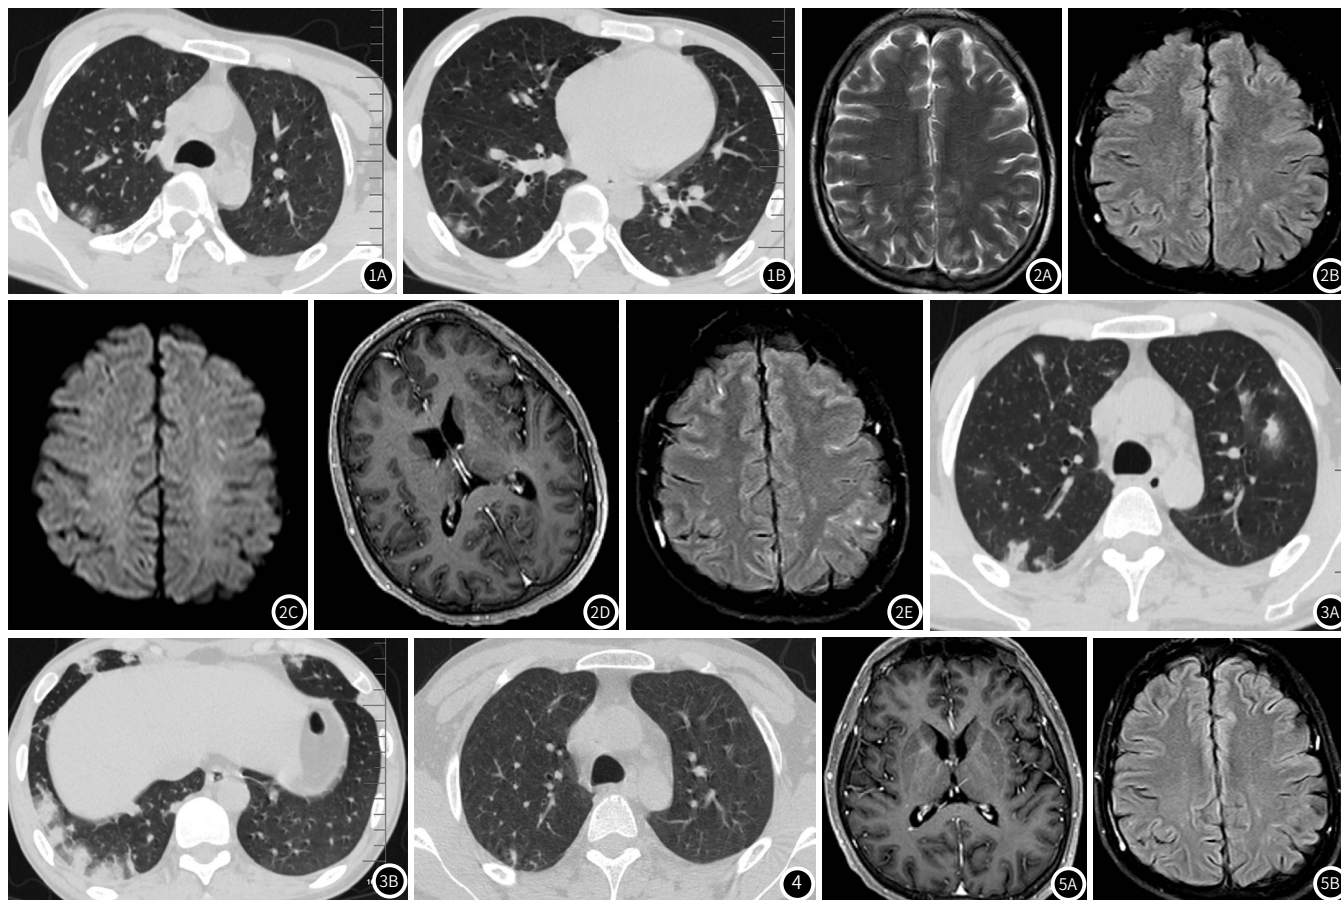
病程第1天胸部CT平扫。两肺各叶近胸膜区见多发结节灶，部分磨玻璃结节内见“Y”形增粗支气管血管束(图1A)，部分结节呈实性密度，边缘可见“晕征”(图1B)。图2 病程第3天颅脑MR增强。图2A: T₂WI示两侧半卵圆中心见散在斑点状、小片状稍高信号影。图2B: T₂W-FLAIR示病灶呈高信号，显示较T₂WI清晰。图2C: T₂WI及T₂W-FLAIR脑白质区高信号在DWI序列及ADC图呈等信号；左侧半卵圆中心见散在小片状DWI稍高信号，ADC图呈等信号；图2D: T₂WI增强示双侧侧脑室后角斑点状强化灶，边界清，此强化灶在平扫各序列显示不清。图2E: T₂W-FLAIR增强示柔脑膜多发线状强化。图3 病程第8天胸部CT平扫图。图3A: 两肺病灶增多、增大，部分病灶沿支气管血管束分布；图3B: 右肺下叶胸膜下病灶明显增大，但未融合。图4 病程第22天胸部CT两肺病灶吸收、减少、缩小，以磨玻璃密度影吸收较快。图5 病程第23天颅脑MR增强。图5A: T₂WI增强示右侧侧脑室后角散在斑点状强化灶，病灶较前稍增多、增大，原左侧侧脑室后角病灶未在此层面显示；图5B: T₂W-FLAIR增强示柔脑膜多发线状强化，病灶较前明显减少。
